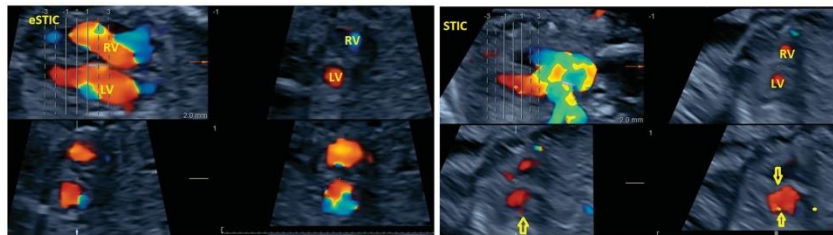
Paired comparison of color Doppler eSTIC vs STIC – plane B. Color Doppler e STIC (left) and STIC (right), B-plane (upper right and lower frames) reconstructed images obtained in a rapid sequence during the same study, corresponding to short axis (sagittal) views of fetal heart ventricles (LV: left ventricle; RV: right ventricle). Obvious distortion of ventricular contour in B-plane reconstruction (arrows right) in STIC frames resulting in inferior image quality compared to corresponding eSTIC B-plane frames.
